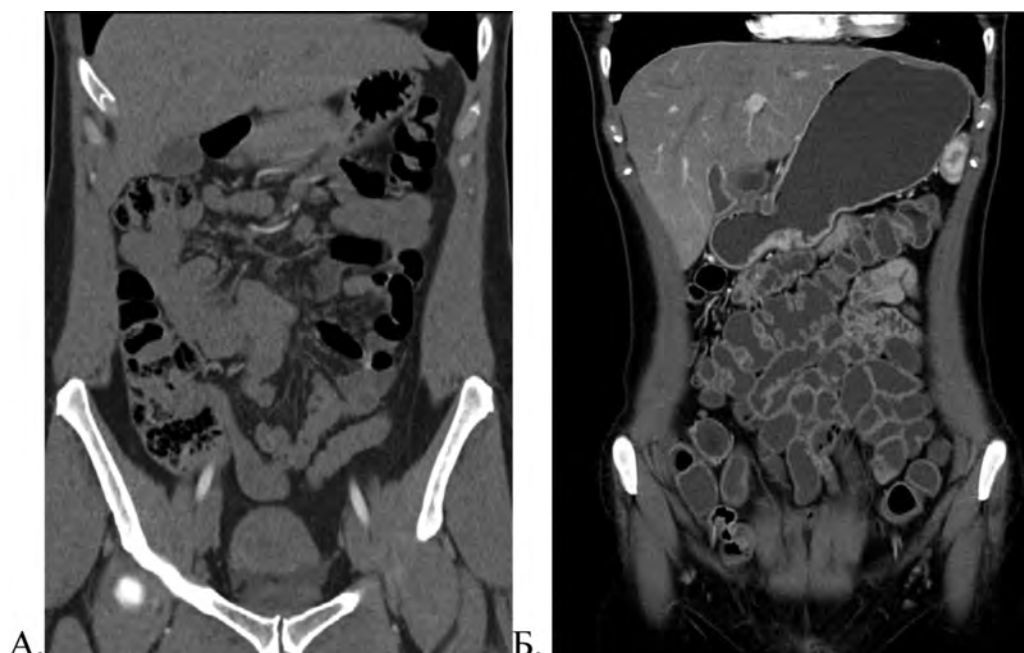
Нативная фаза (А) и энтерическая фаза (Б) сканирования при КТ-энтерографии
